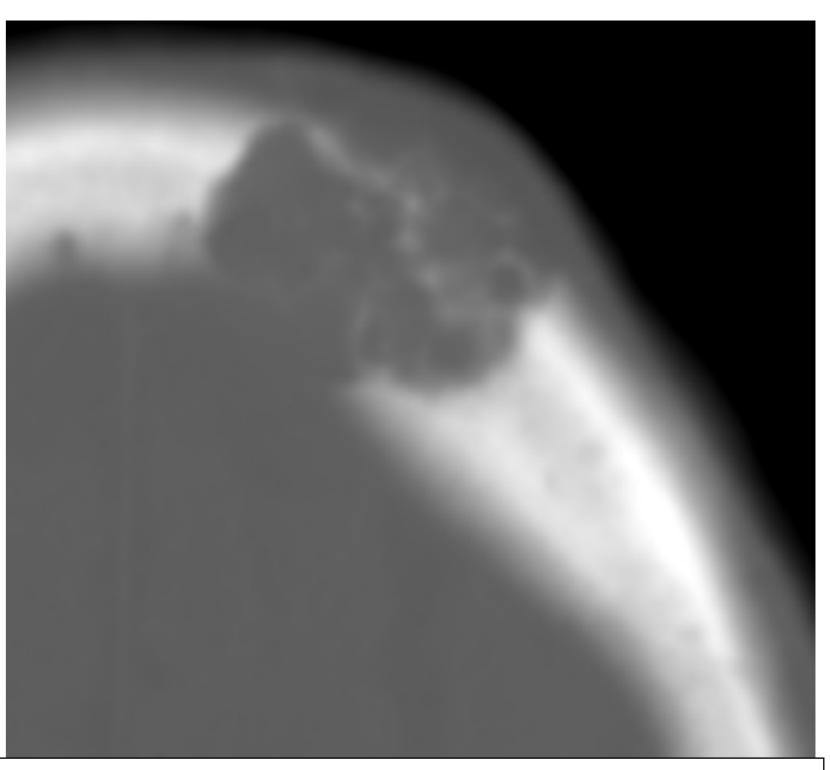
TC axial. Lesión osteolítica frontal izquierda y masa de partes blandas en paciente con ca. de mama. Extensión intracraneal y subgaleal (puntas de flecha).
